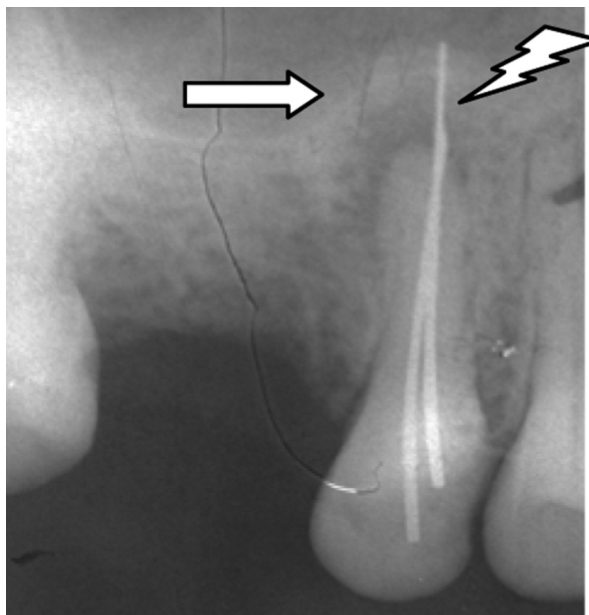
Внутрішньоротова контактна рентгенограма 15. Хронічний вторинний глибокий карієс, хронічний гнійний періодонтит у фазі зворотного розвитку. Навколо кореня розширена періодонтальна щілина. Деструкція компактної пластинки, деструкція губчастої речовини кулеподібної форми середнього ступеня прозорості (*зубчаста стрілка*), остеосклероз губчастої речовини навколо ділянки деструкції (*біла стрілка*). У кореневих каналах голки
